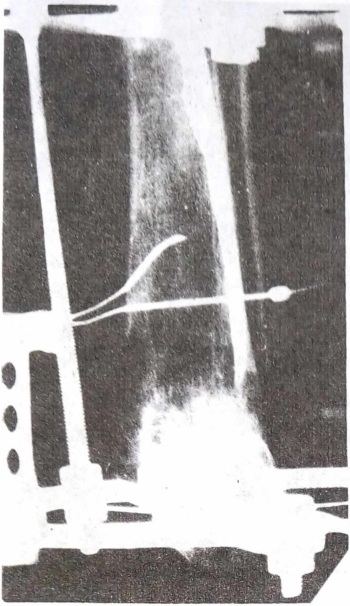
Фото рентгенограм. Приклад кістковопластичної ампутації по Пирогову.
